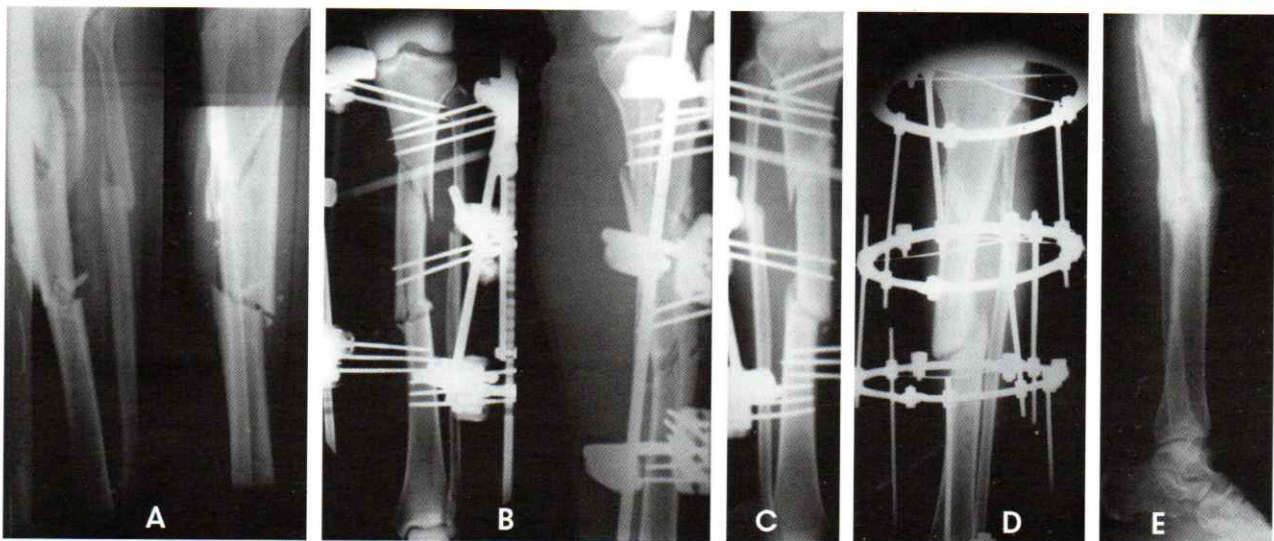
Fracture bifocale ouverte type II de CAUCHOIX, type 1 de MELIS, traitée initialement par fixateur externe (A) Radiographies initiales (B) Contrôle postopératoire immédiat (C) Contrôle 10 mois postopératoire montrant une consolidation du foyer proximal et une pseudarthrose du foyer distal (D) Reprise à 10 mois postopératoire et conversion en fixation externe par ILIZAROV après ostéotomie du péroné (E) Contrôle 4 mois après (14 mois post-traumatique) montrant une consolidation du foyer distal avec cal vicieux en recurvatum de 8°
